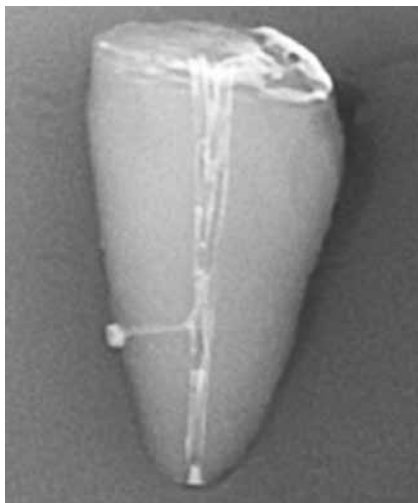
Radiografía de diente obturado con FOPN con cemento AH-Plus.
